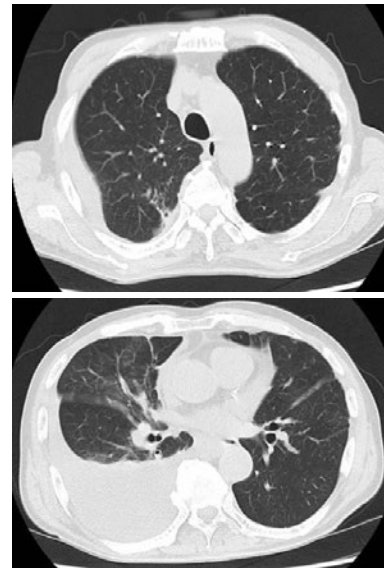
入院時胸部単純CT. 右下葉胸膜直下に小さな浸潤陰影があり, また中等量の右胸水が貯留している.
